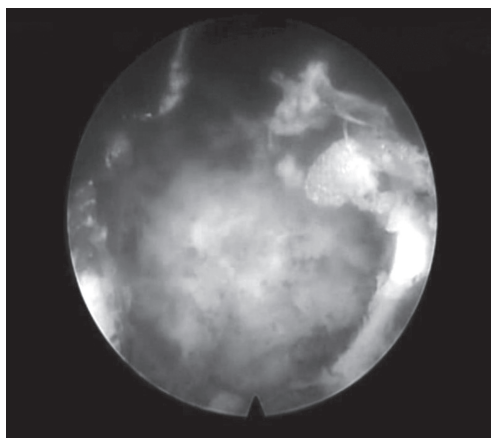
环锯于椎板表面轻旋留下的痕迹,结合 CT 平扫结果,以整个环形齿痕作为镜下视野的参照物
